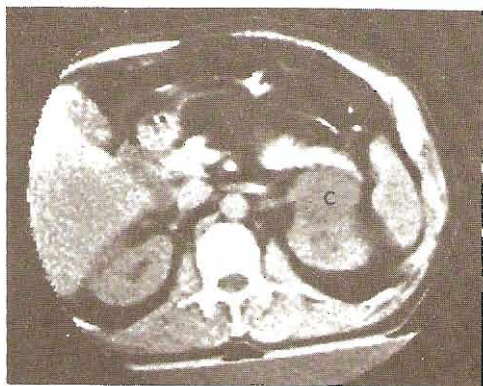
Quiste renal izquierdo. Izquierda: El registro de TC muestra una masa homogénea de baja densidad (C) que se origina en el borde anterior del riñón izquierdo, justo en la parte posterior de la cola del páncreas. La atenuación de la TC fue semejante al valor de atenuación del agua, lo cual indica un quiste renal simple. Derecha: Después de la inyección intravenosa de material de contraste, la masa no aumentó su valor de atenuación, añadiendo evidencia confirmatoria de su naturaleza de quiste benigno.
